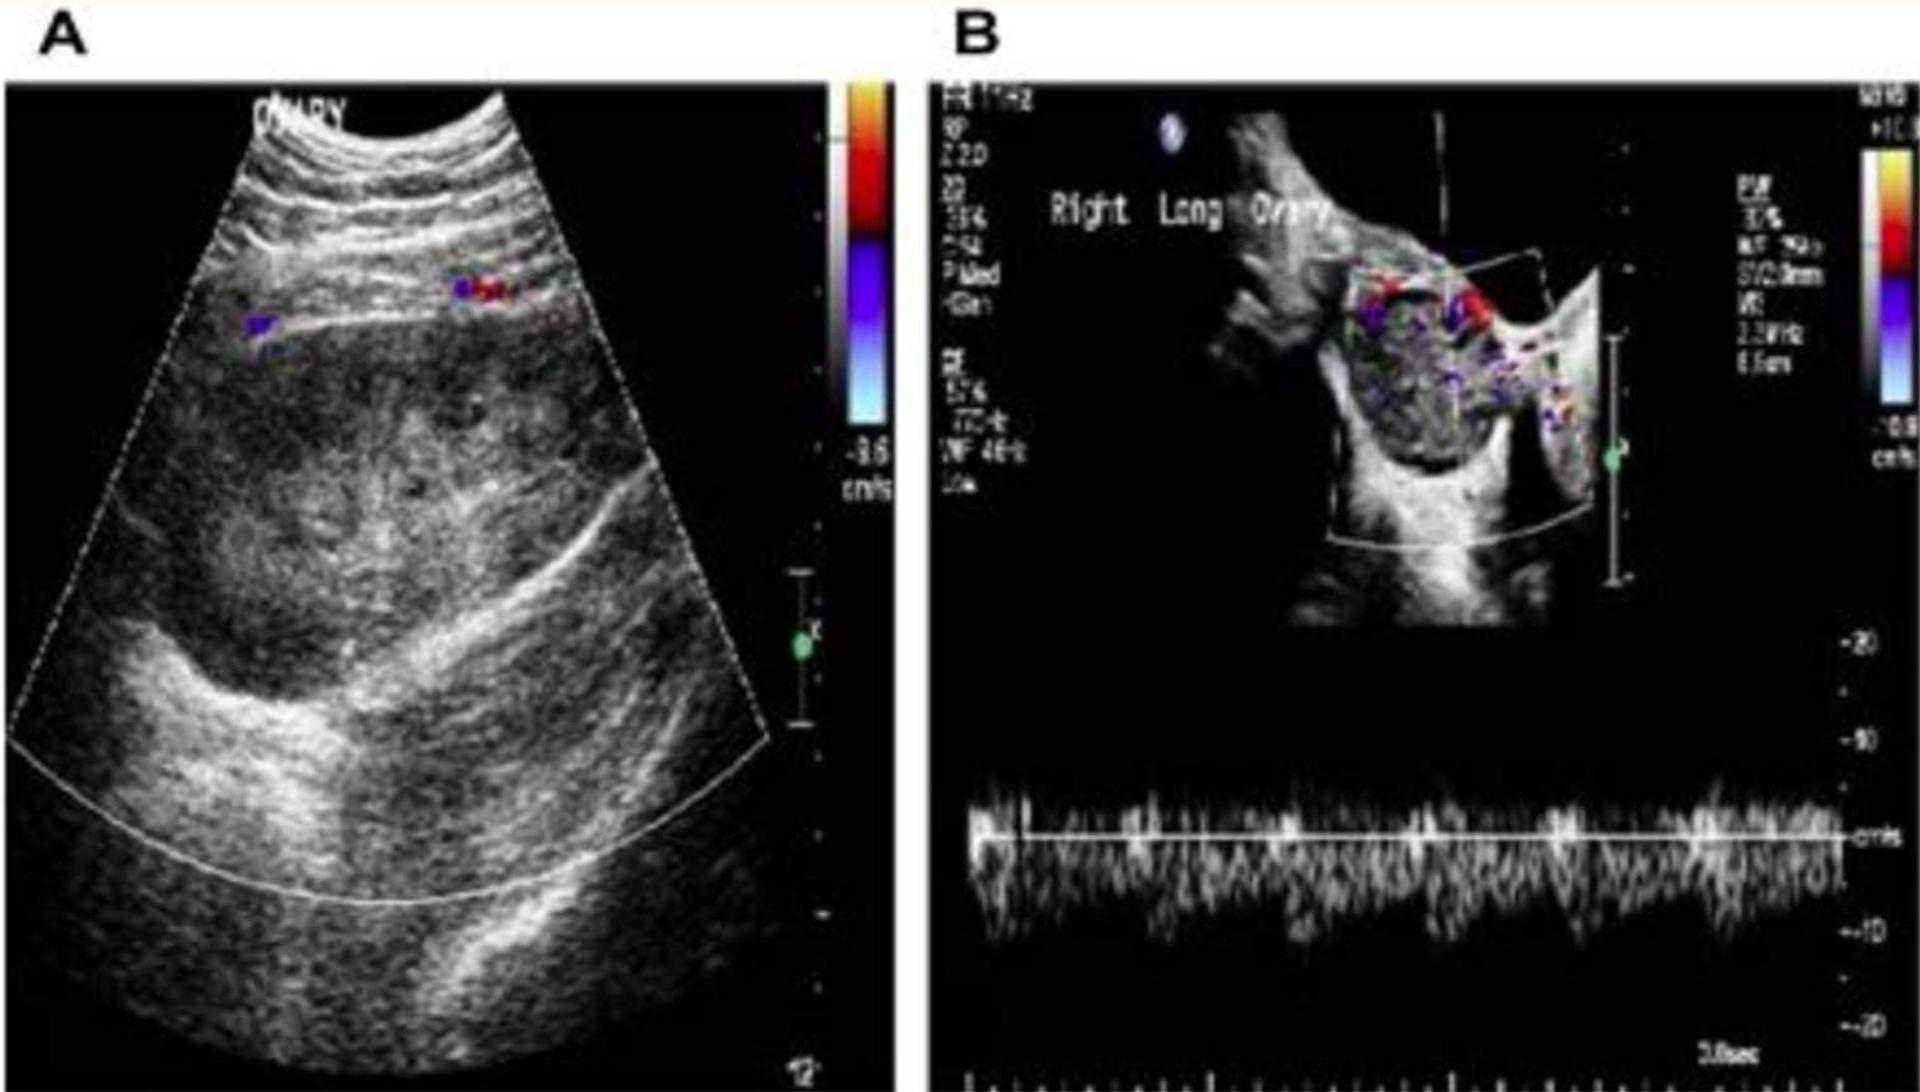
Flow variation in 2 girls with surgically confirmed ovarian torsion. (A) Color Doppler ultrasound image demonstrates an enlarged right ovary measuring $9.7 \times 9.9 \times 4.8$ cm for a total volume of 242 mL. No color or spectral flow is identified. (B) Color Doppler image with both arterial and venous flows are present in the enlarged, torsed right ovary, which measures $5.17 \times 4.6 \times 3.2$ cm for a total volume of 39.2 mL. (From Ngo AV, Otjen JP, Parisi MT, et al. Pediatric ovarian torsion: a pictorial review. Pediatr Radiol 2015;45:1849; with permission.)
